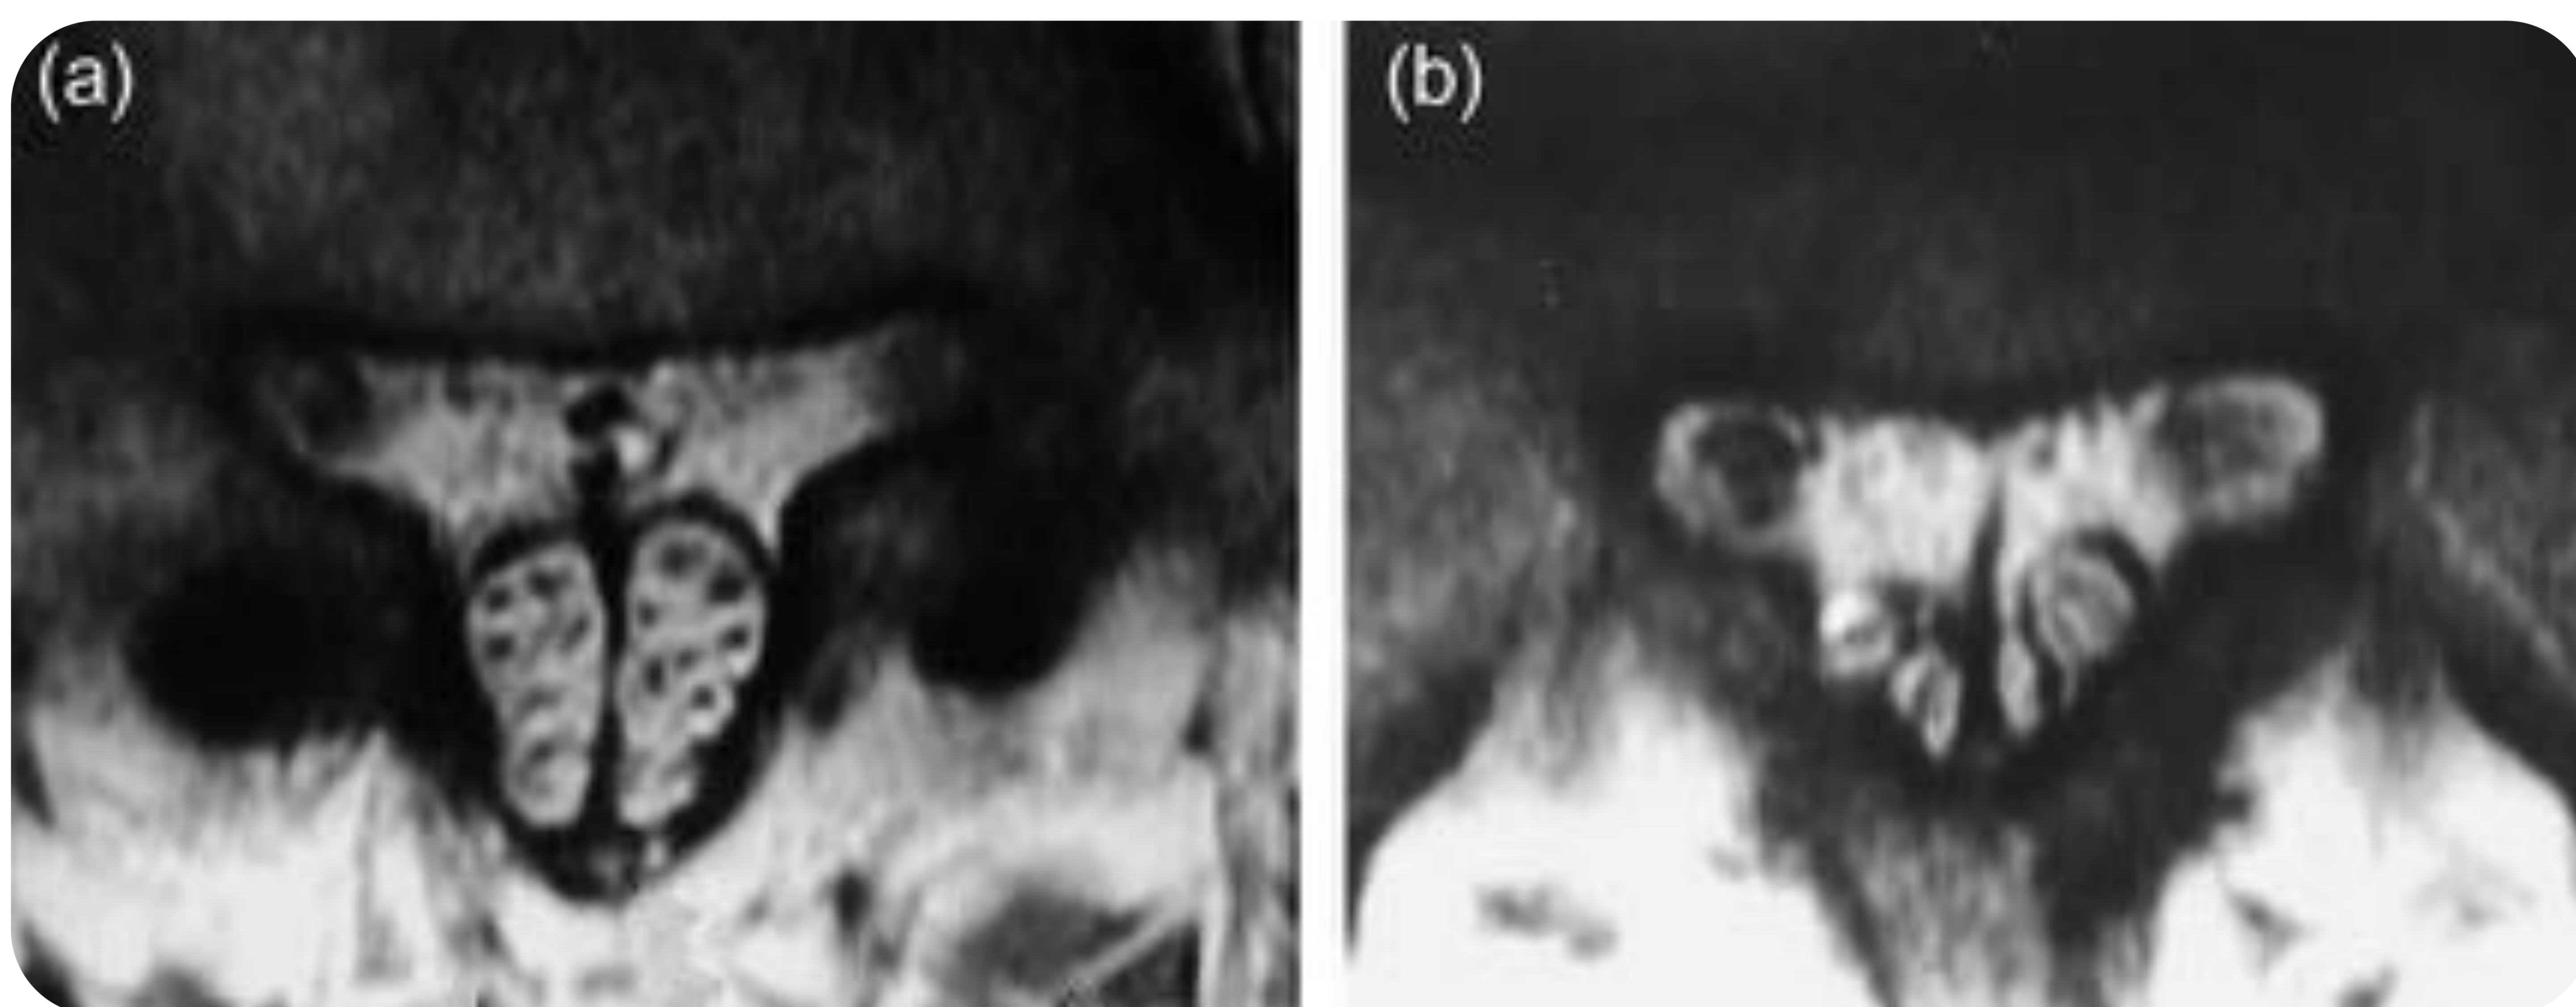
Paciente de 55 años intervenido de laminectomía L4 y L5 con dolor lumbar persistente. Fig. 5a) Imagen axial de RM potenciada en T2 a nivel de L4 en la que se evidencia el defecto de la laminectomía así como un septo en línea media del saco tecal, que se extiende anteriormente hacia el espacio epidural. No se aprecia adhesión de las raíces nerviosas. Fig. 5b) Imagen axial de RM potenciada en T2 a nivel de S1 que demuestra la duplicación del saco tecal.
